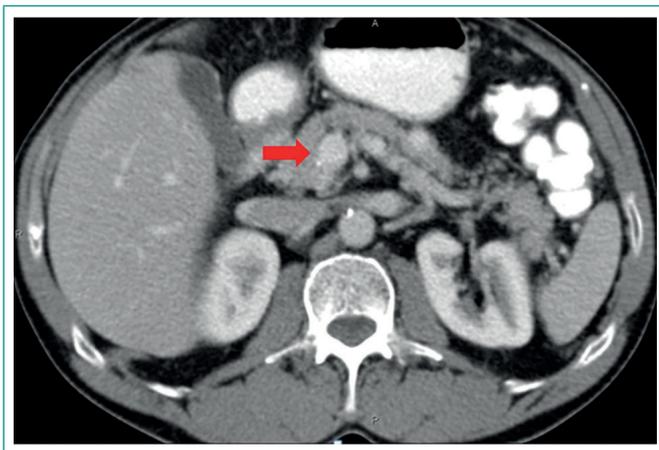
Corte de TAC abdominal. La flecha indica dos lesiones nodulares hiperdensas, una en la cabeza y otra en la cola, que realzan homogéneamente con el contraste
